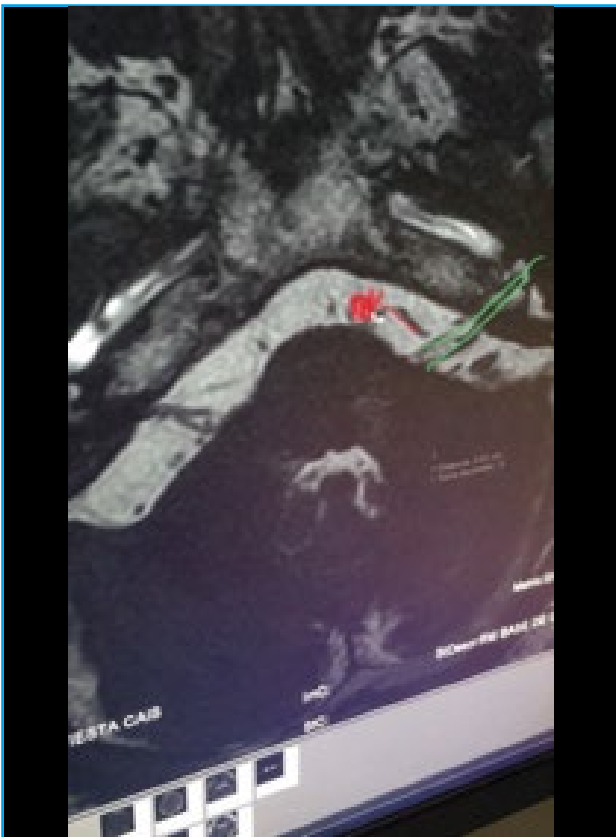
Resonancia magnética mostrando en rojo arteria que pasa muy cerca del conducto auditivo interno y en verde nervio VIIIp en el conducto auditivo interno.
